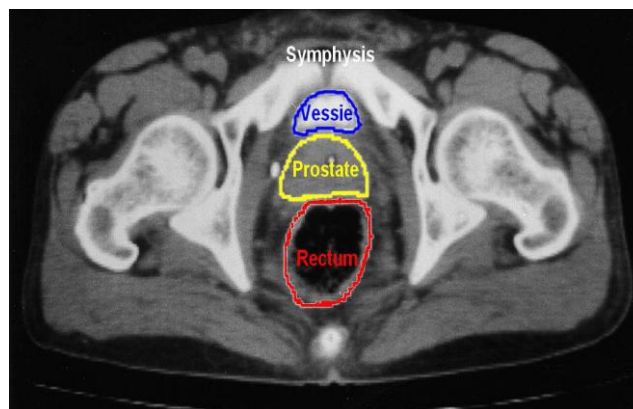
Image CT d'une coupe transversale du pelvis masculin, avec les trois organes contourés : prostate, rectum et vessie.
